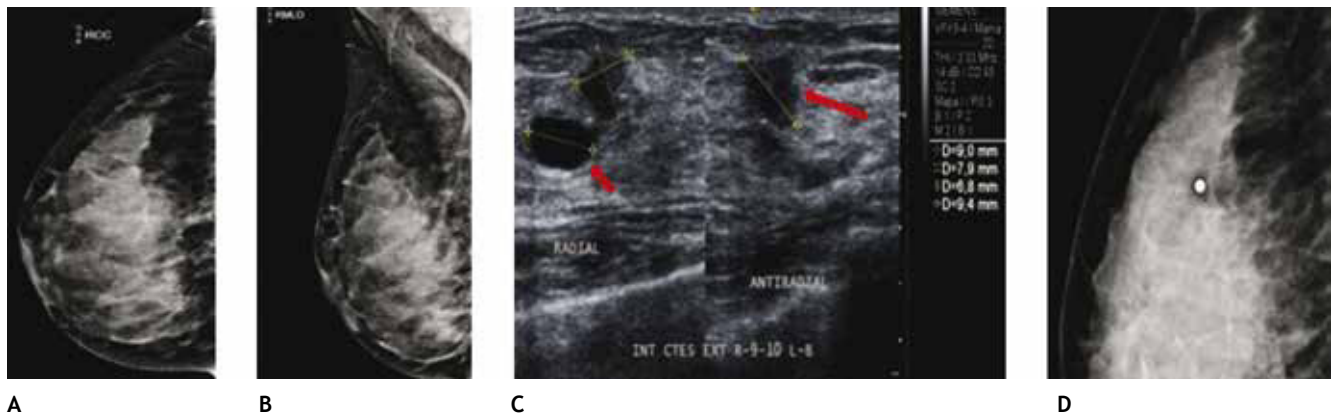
A) y B) Paciente asintomática de 44 años de edad. Tejido heterogéneamente denso, por lo que se recomienda ultrasonido. C) Quiste simple (flecha corta) y tumoración hipocóica e irregular (flecha larga). D) Tumoración no identificada en la magnificación, BIRADS 4 C: cáncer lobulillar infiltrante.
